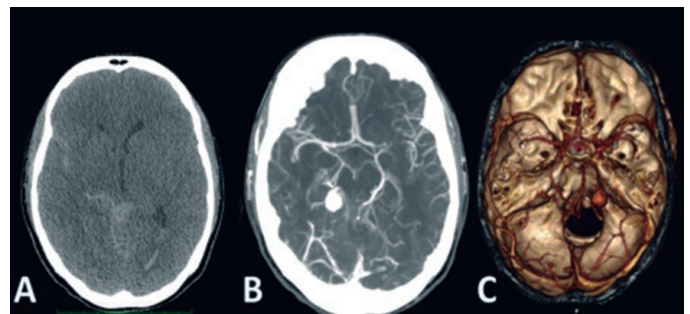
Angiotomografía preoperatoria, se observa hemorragia subaracnoidea con irrupción a ventriculos y lesión aneurismática en arteria cerebral posterior derecha. (A) fase simple, (B) angioTAC, (C) AngioTAC con reconstrucción 3D.
